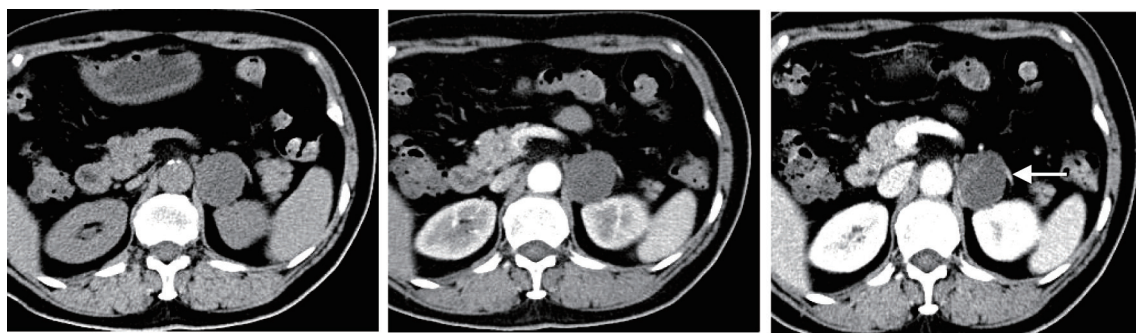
1例65岁女性患者左肾上腺神经鞘瘤CT诊断图像
